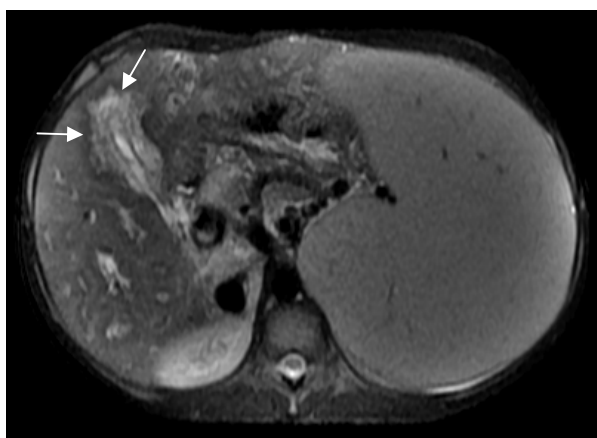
Ressonância magnética de abdome revela faixa perivesicular hiperintensa (setas) em imagem axial ponderada em T2.
